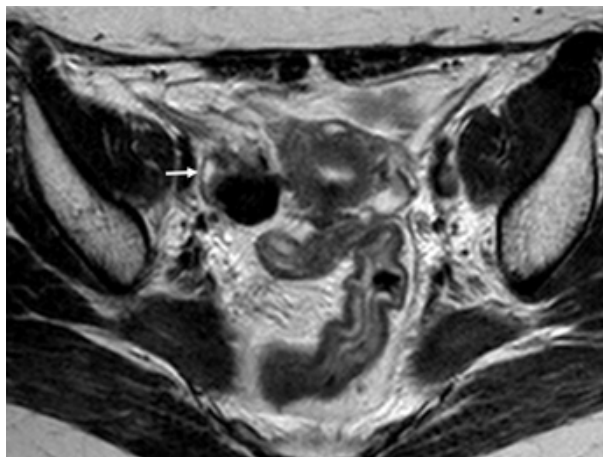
Tumor de Brenner. RM pélvica de mulher de 39 anos, onde é possível observar lesão hipointensa em T2, circundada por normal parênquima. Observa-se deformação do contorno do ovário pelo tumor (“beak sign”). Pode identificar-se pequeno folículo ovárico na periferia (seta). Estes achados favorecem a sua origem no ovário direito.
